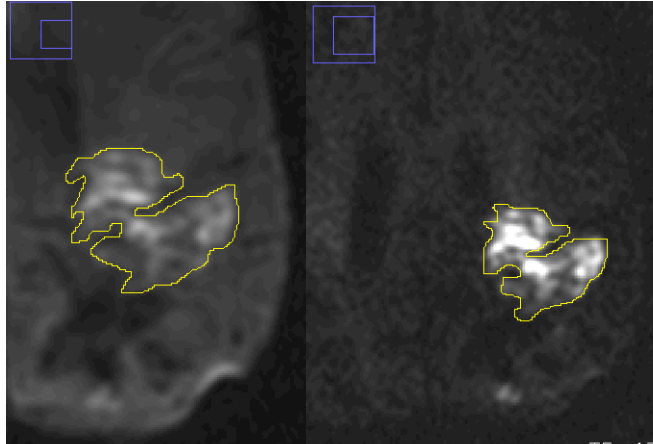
Medición del área de las lesiones mediante el trazo de un ROI a manos alzadas. La imagen de la izquierda es la DWI con valor de $b = 1000 \text{ mm}^2/\text{s}$ y la de la izquierda es el valor de $b = 3000 \text{ mm}^2/\text{s}$.
